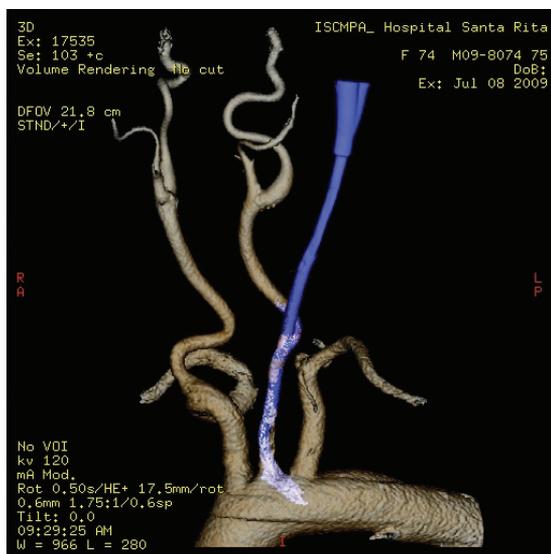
Angiotomografia pré-operatória demonstrando o implante do cateter para hemodiálise na artéria carótida comum esquerda.
